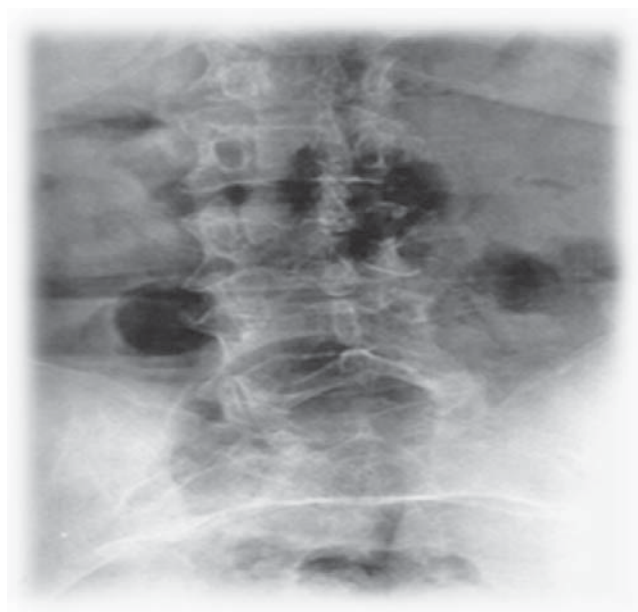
Radiograph of the lumbosacral spine
